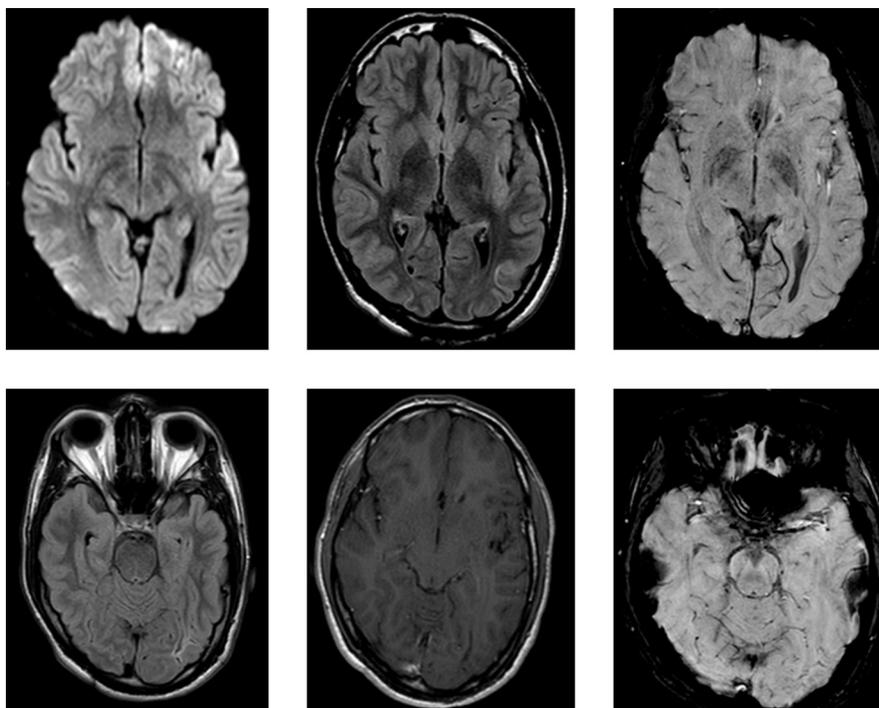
IRM cérébrale à l'admission. En sus-tentorial, on retrouve en lieu et place des hyperdensités en TDM, des hypersignaux FLAIR linéaires corticaux occipital gauche et frontal supérieur gauche sans anomalie en diffusion, sans caractère hémorragiques ni prise de contraste.
